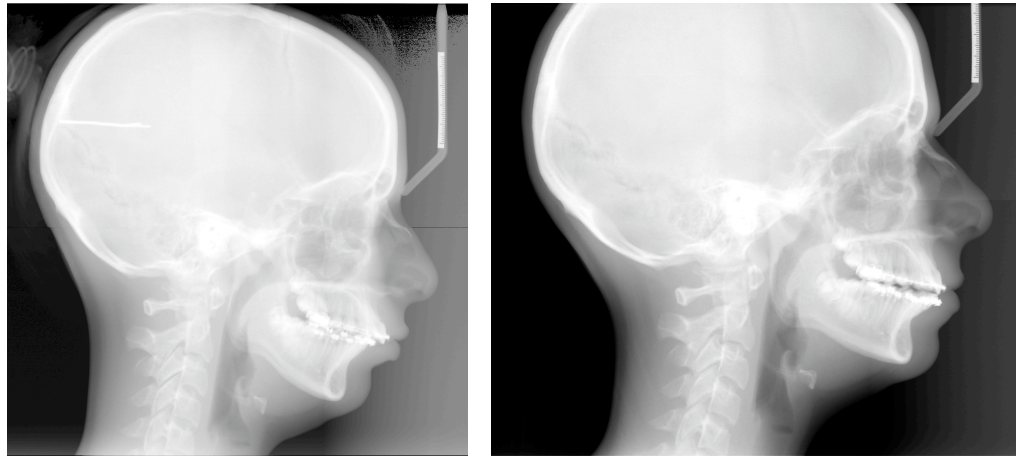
Manque dans le bon positionnement du patient entre la radiographie initiale et la radiographie finale.
